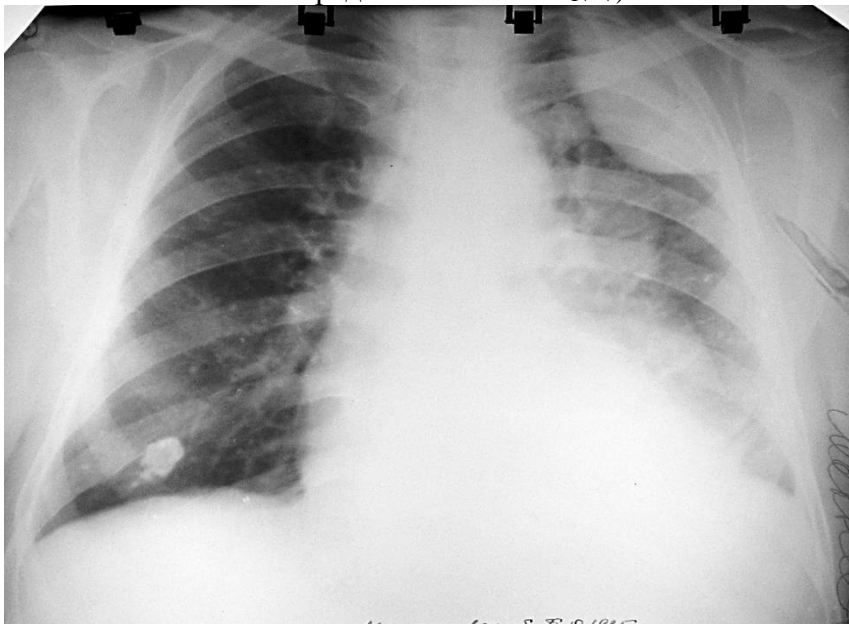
Оглядова пряма рентгенограма. Варіант одинадцятого типу рентгеноморфологічного синдрому плеврального випоту
